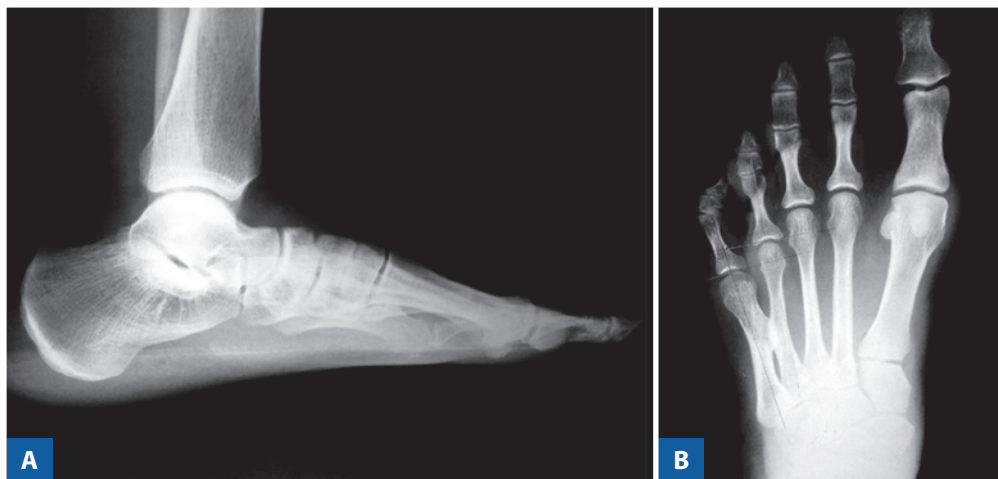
Radiografias pré-operatórias.
